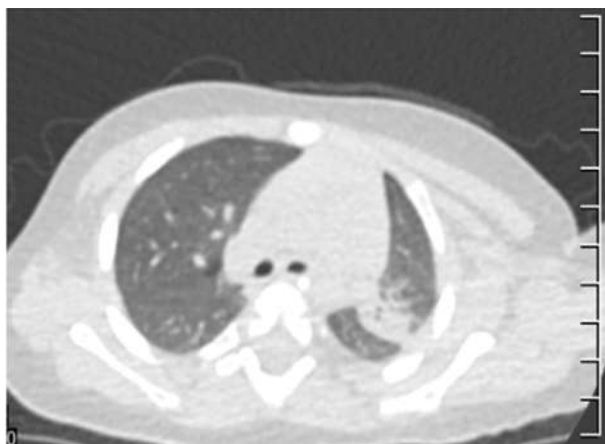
КТ органов грудной клетки пациента Ж. от 14.06.2017 г.
